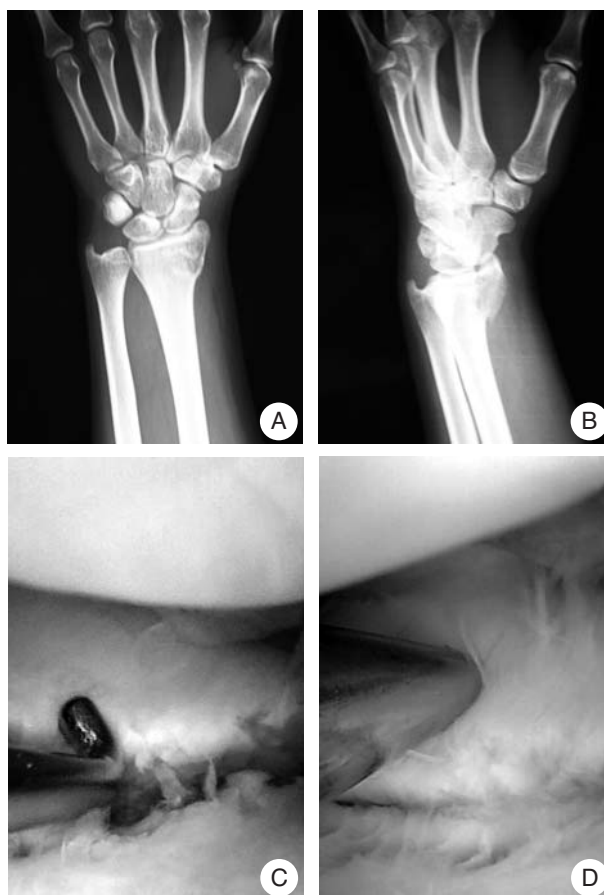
Frattura tipo B1 (a 2 frammenti di Doi). A, B) radiografie preoperatorie; C, D) immagini artroscopiche prima e dopo la riduzione.
